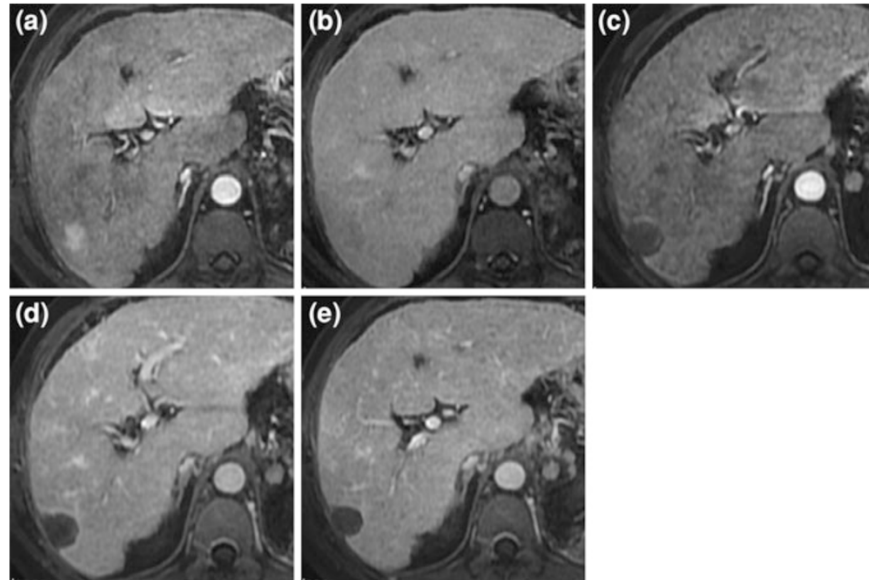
Hepatocarcinoma por RM y control post tratamiento. : (a) – (b) imágenes de resonancia magnética contrastada con hepatocarcinoma en segmento VI-VII. (c) – (d) imágenes de resonancia magnética contrastada controles a 1 mes post tratamiento donde se observa área hipoatenuante adinámica. (e) imagen a los 6 meses sin evidencia de recidiva, respuesta completa (Vauthey JN, Brouquet A. Multidisciplinary Treatment of Hepatocellular Carcinoma)
